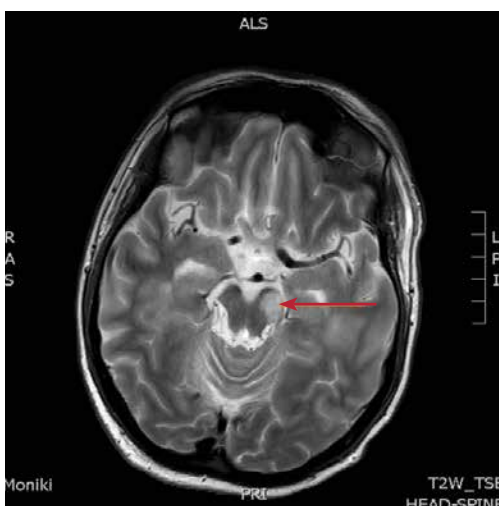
T2-режим магнитно-резонансной томографии головного мозга. Крупный очаг в левой ножке мозга (указан стрелкой)
